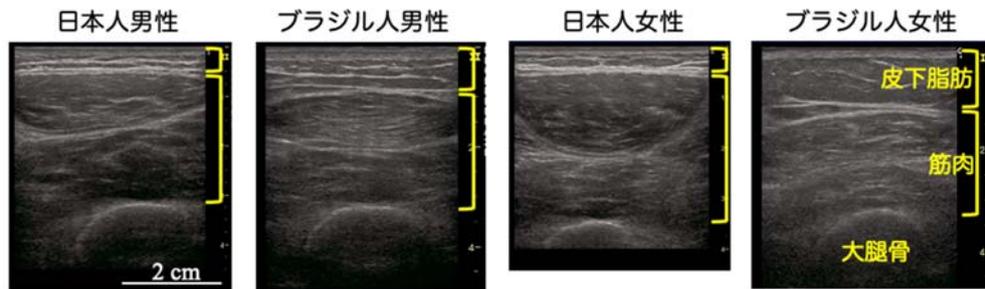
日本人とブラジル人高齢者の太ももの超音波横断画像
